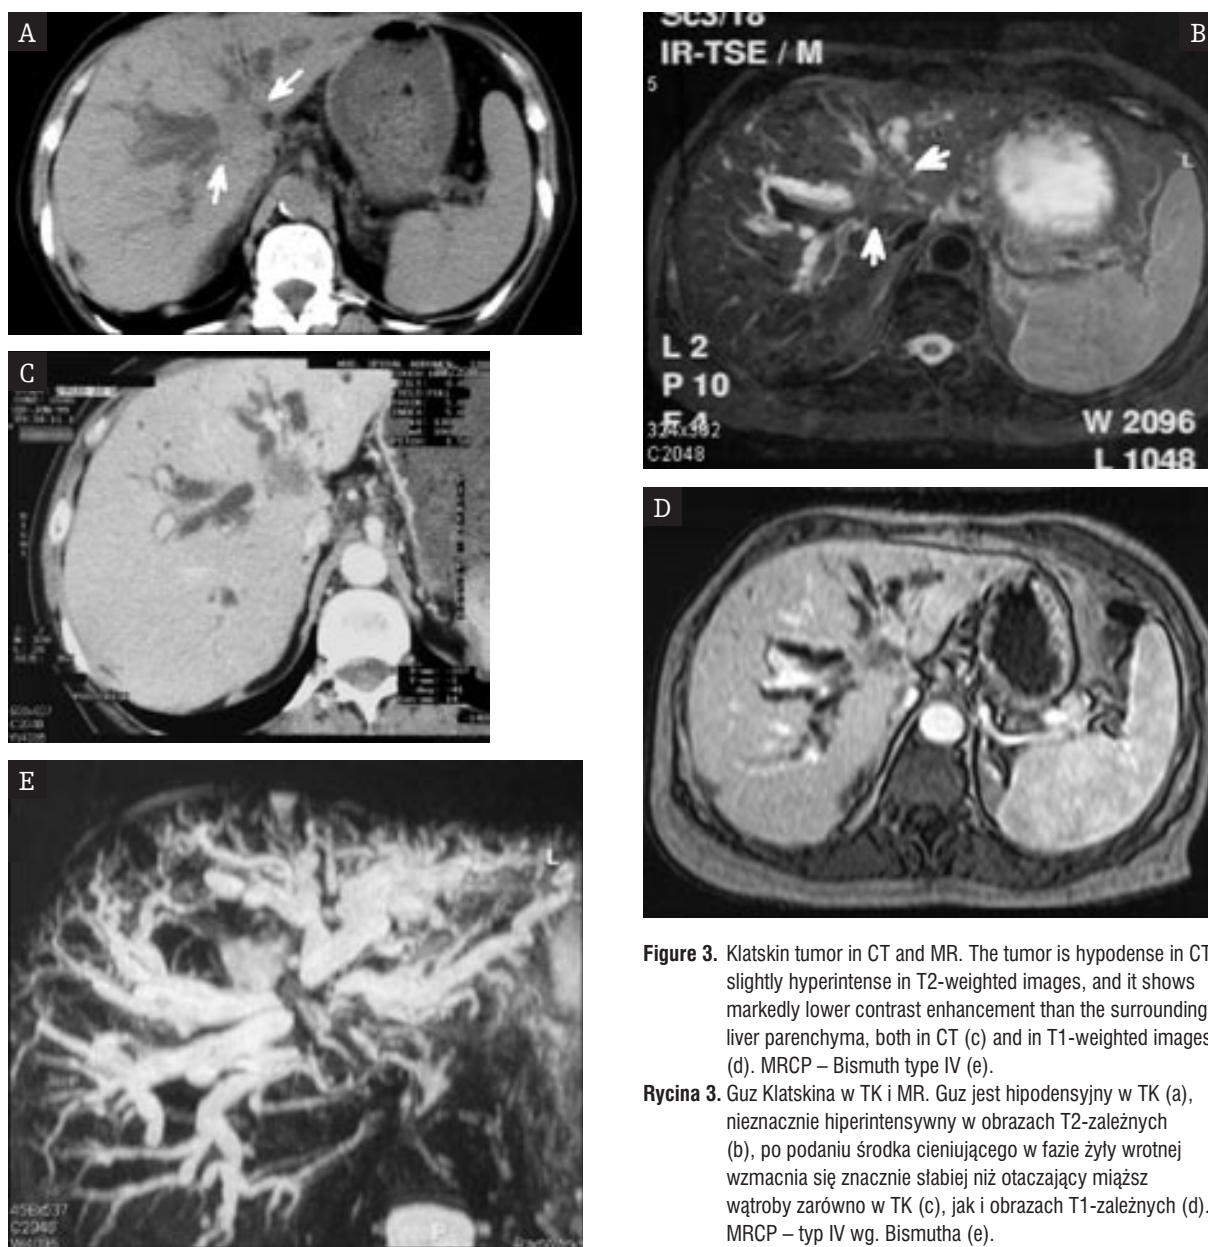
Klatskin tumor in CT and MR. The tumor is hypodense in CT, slightly hyperintense in T2-weighted images, and it shows markedly lower contrast enhancement than the surrounding liver parenchyma, both in CT (c) and in T1-weighted images (d). MRCP – Bismuth type IV (e).
